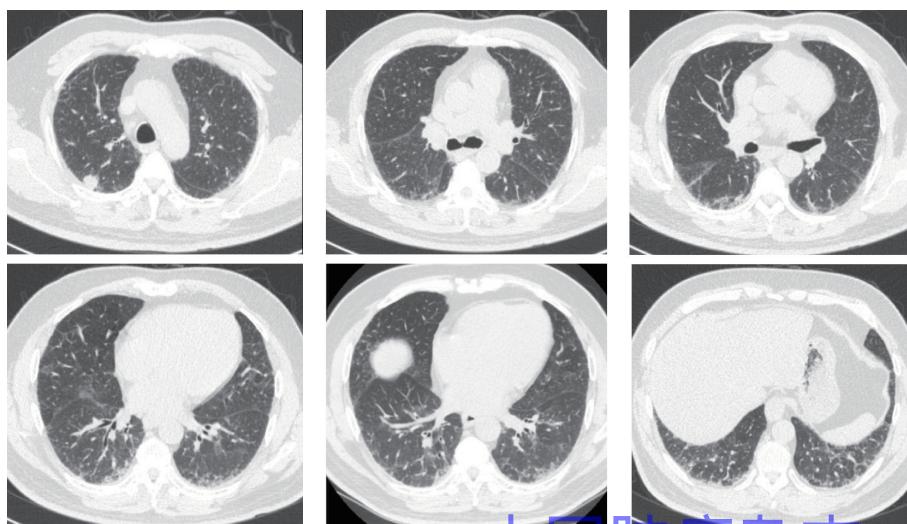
胸部CT(术前)：右肺上叶胸膜下类圆形结节影，直径1.6 cm；双肺多发小叶间隔增厚、磨玻璃影、网格影及索条影，以双下肺为著，符合双肺间质纤维化。
